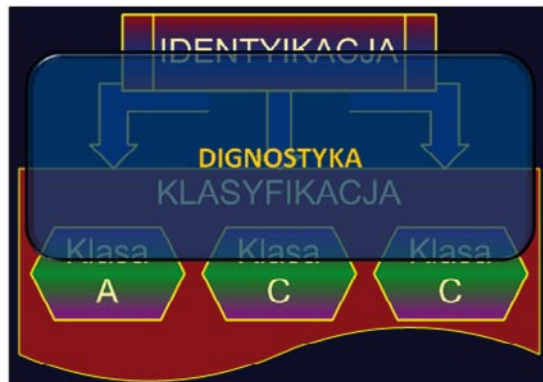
Designed module of digital X-ray analysis.
